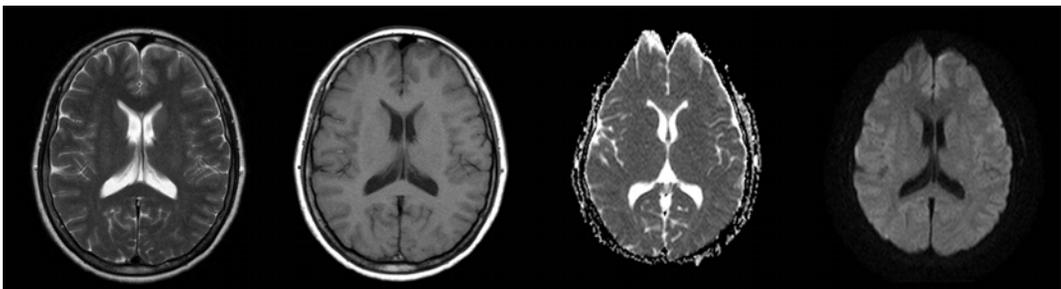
Brain MRI shows no acute cerebral infarction.
